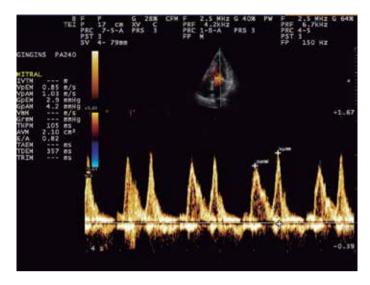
El inflow mitral con Doppler pulsado, en la punta de ambas valvas mitrales. Con el Doppler espectral a ese nivel se mide la velocidad de la onda E, la pendiente de desaceleración y la velocidad de la onda A.
